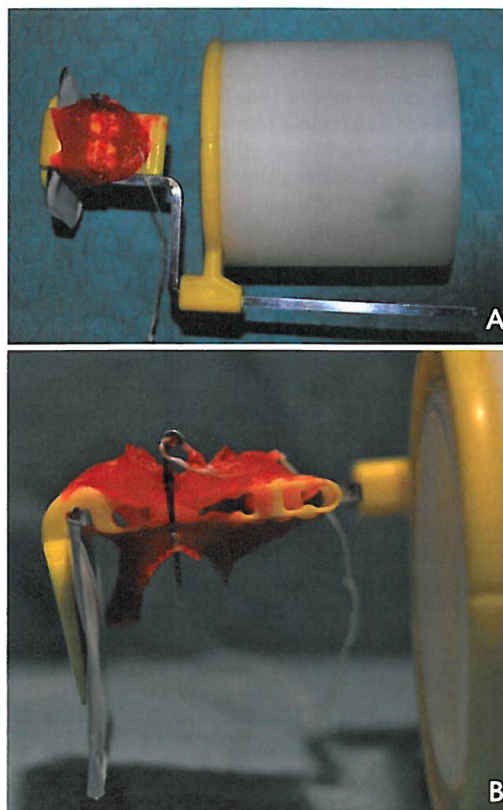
A. Hollow cylinder adapted to the X-ray film positioner (posterior system Rinn® XCP Instrument Kit, Dentsply, Elgin, IL, USA) with a bite-block customized with acrylic resin (Pattern Resin®, GC America Inc., Alsip, IL, USA) for each patient. B. Detail of the bite-block customized.
